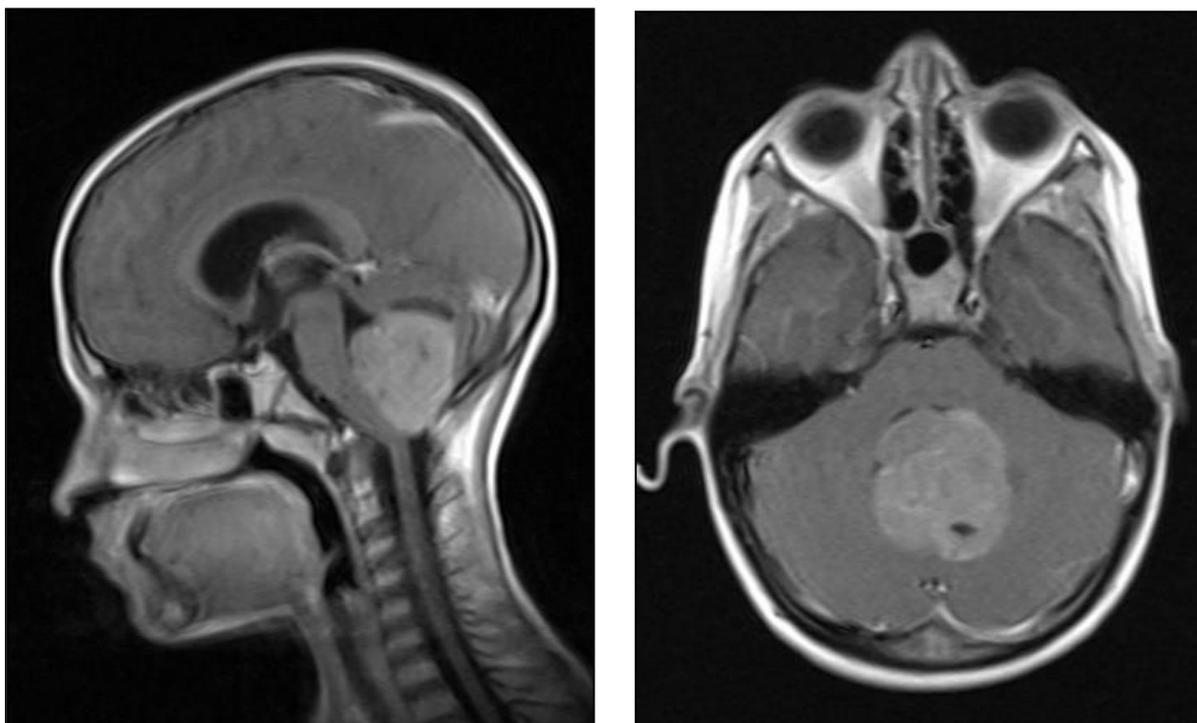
Medulloblastoma que colapsa el IV ventrículo. Corte sagital (izda) y axial (dcha.) en secuencia T2 con contraste de RM cerebral.
